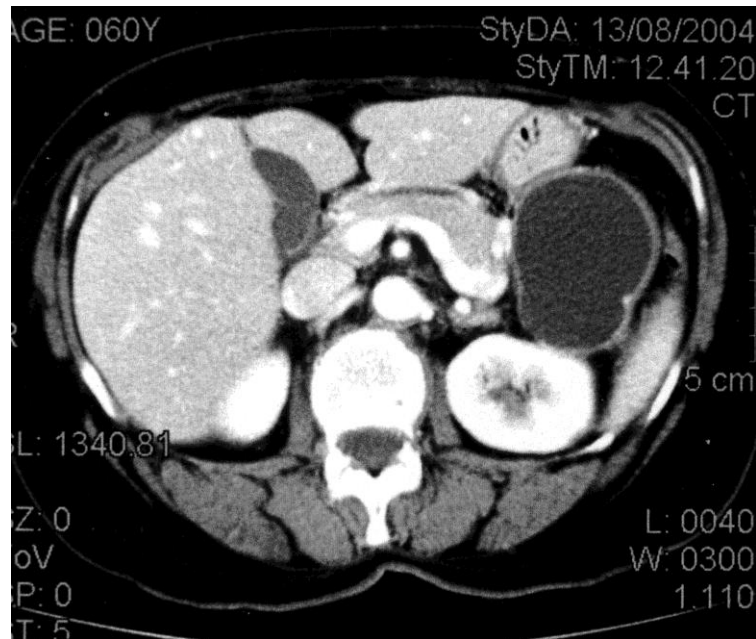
L'immagine TC con m.d.c. mostra una formazione cistica localizzata a livello della coda del pancreas, con un piccolo gettone solido ipercaptante il m.d.c.. All'esame istologico definitivo la lesione sarà diagnosticata come cistoadenocarcinoma mucinoso in situ.
